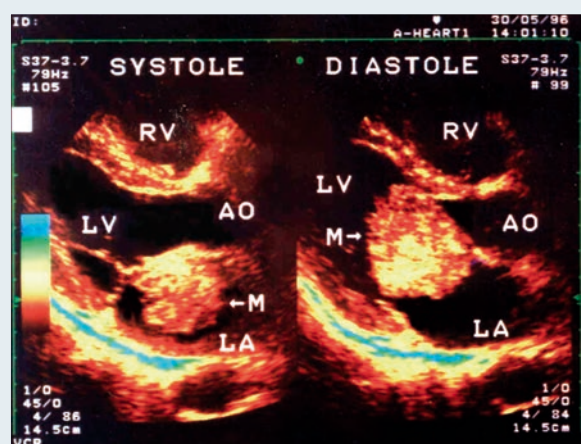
Эхокардиограмма больного с миксомой ЛП в сечении по длинной оси. Справа – миксома в диастолу пролабирует в просвет митрального клапана, вызывая его частичную обструкцию. Слева – в систолу миксома уходит в предсердие. М – миксома, LV – левый желудочек, RV – правый желудочек, LA – левое предсердие, AO – аорта
